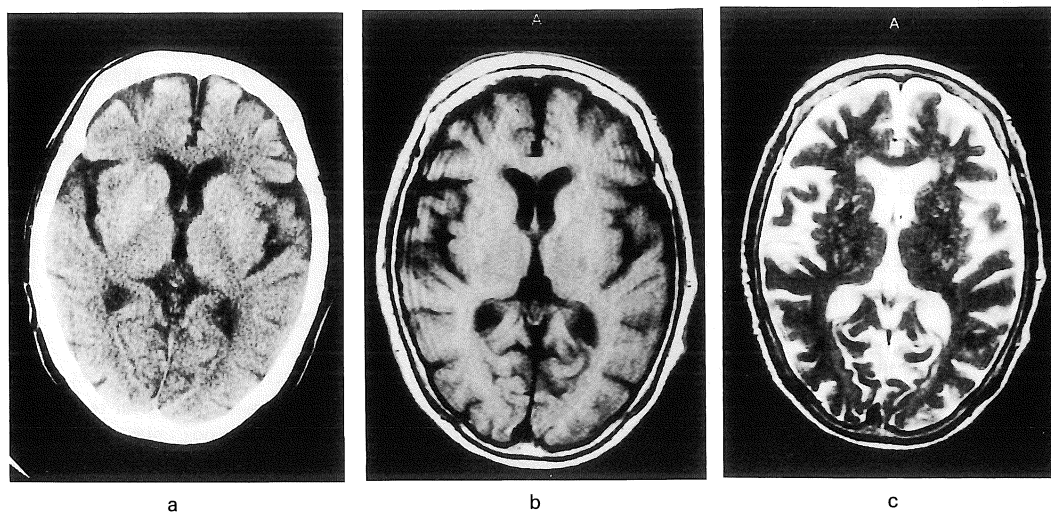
a) X-ray CT image of 77-year-old female patient (Case 1) with negative mydriasis test. b) T₁-weighted SE image (TR462, TE11). c) T₂-weighted SE image (TR4000, TE120).
